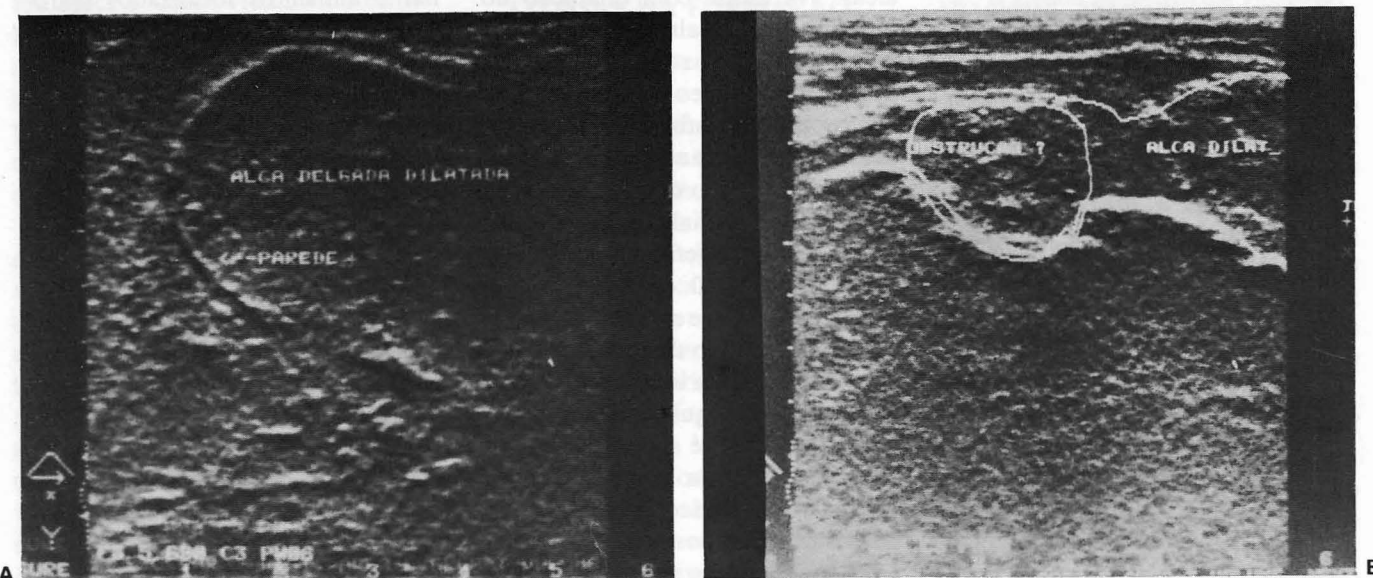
(A,B) — Ecografias abdominais mostrando dilatação da alça com espessamento da parede (A) e do sítio da obstrução (B).
